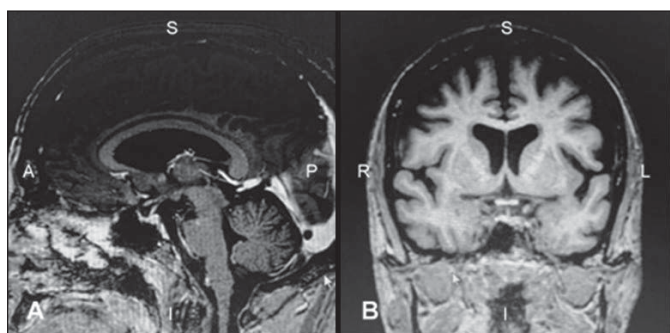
Ressonância magnética esfenosselar
